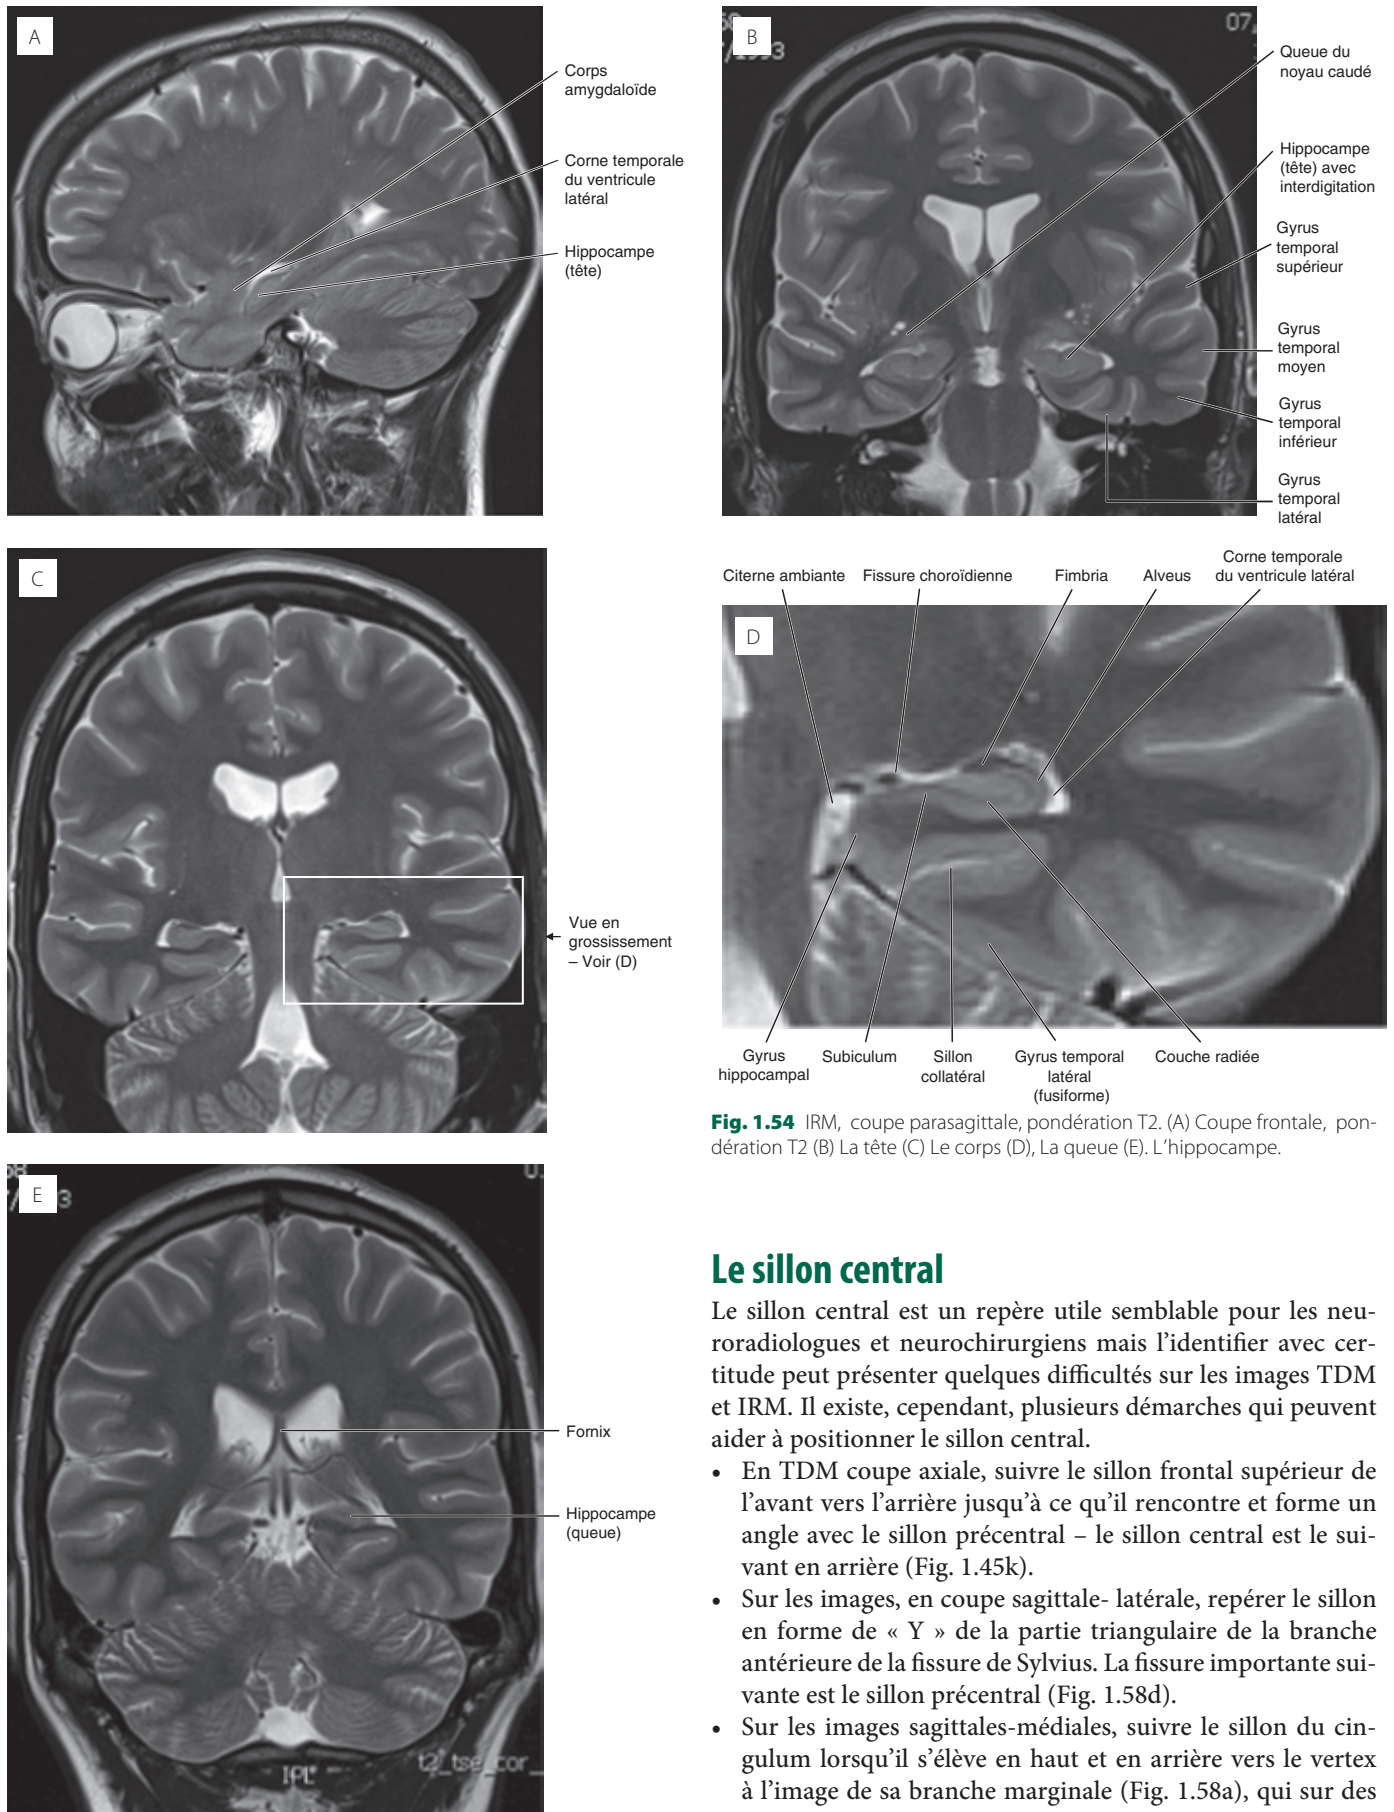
IRM, coupe parasagittale, pondération T2. (A) Coupe frontale, pondération T2 (B) La tête (C) Le corps (D), La queue (E). L'hippocampe.
